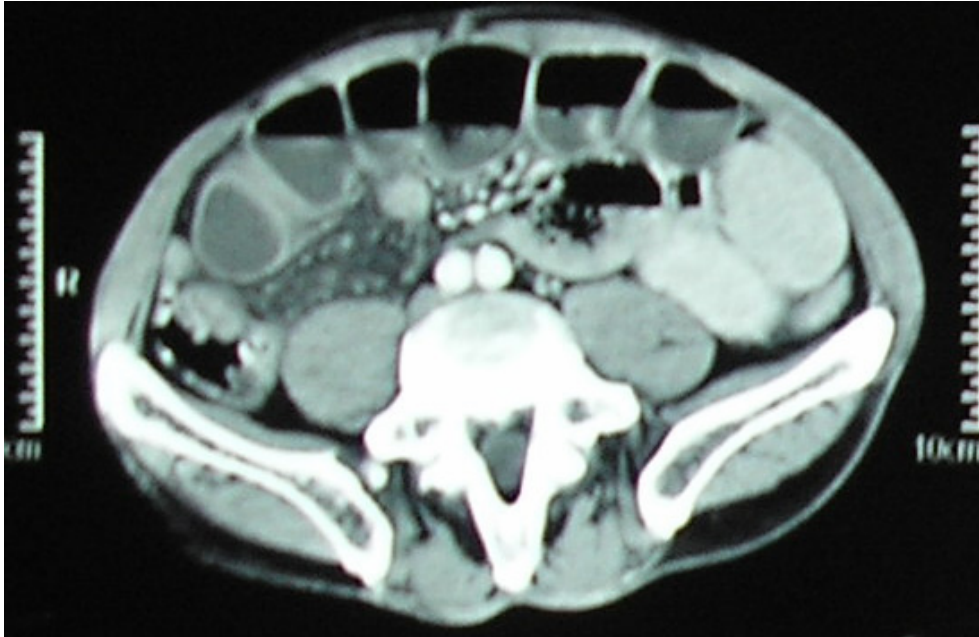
Distensia anurilor ileale cu lichid de stază și nivele hidroaerice, tomografie computerizată (după Manual de Chirurgie, sub red. Popescu I, Beuran M, 2007)
